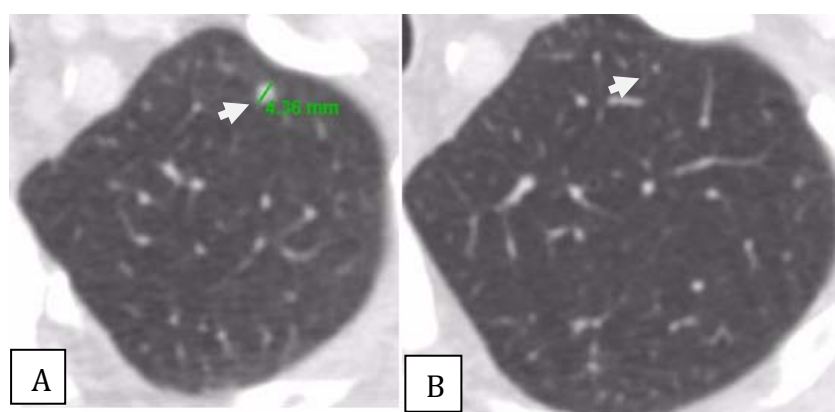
Tomografia Computadorizada corte axial, janela de pulmão, altura do lobo superior esquerdo. Paciente de 72 anos, diagnosticado com adenocarcinoma de pâncreas, demonstrando nódulo neste lobo. Em (A) baseline com 4,4 mm (Cabeça de seta branca) e em (B) após intervalo de 6 meses apresentando redução de suas dimensões ao ponto de não mais ser detectado ao método, após intervalo de 6 meses.
